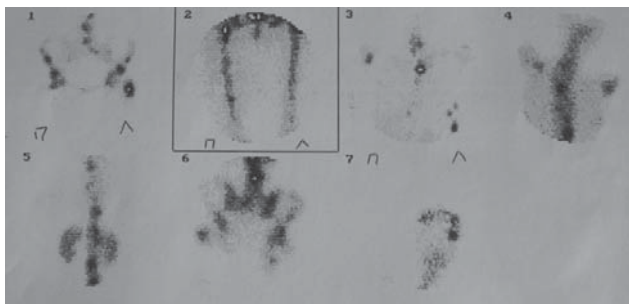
Сцинтиграмма больной с множественным метастатическим поражением костей скелета.
